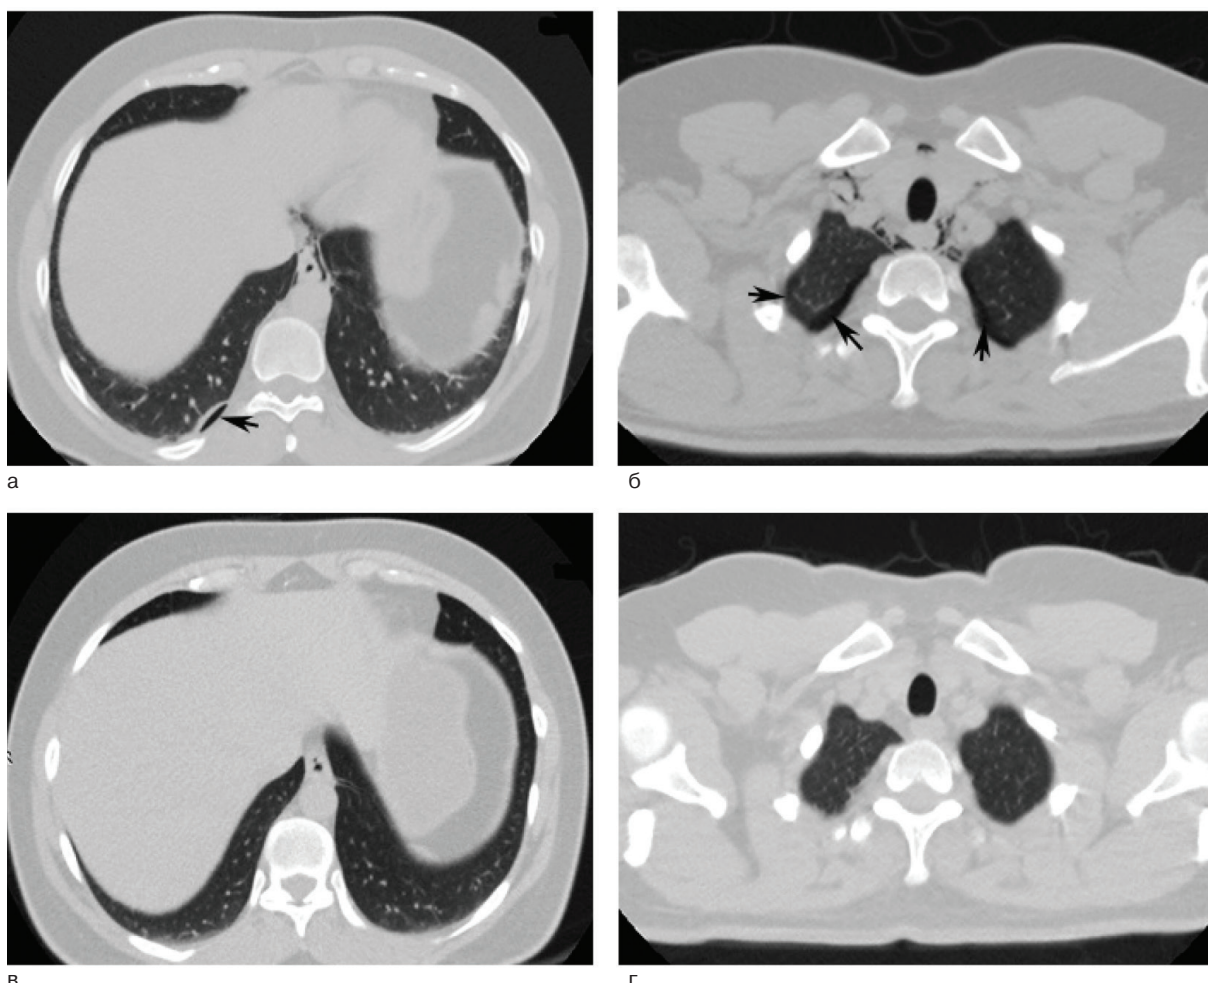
Компьютерная томограмма водолаза С. (аксиальная проекция, «легочное окно») до лечебной рекомпрессии: а – в S_x правого легкого стрелкой показан пристеночный локальный пневмоторакс; б – в апикальных отделах правого и частично левого легких стрелками показано наличие воздуха в виде полосок; в, г – после лечебной рекомпрессии.
